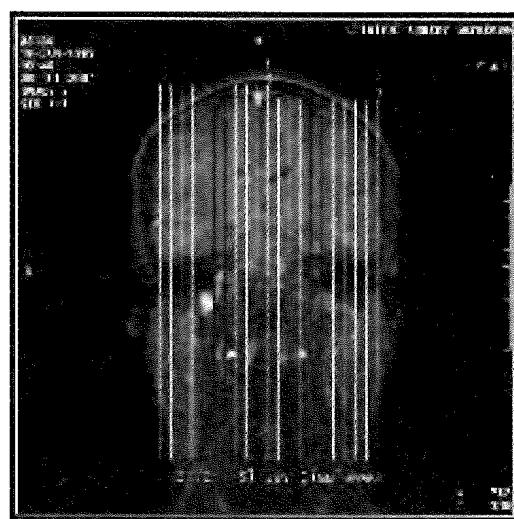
Sagital MRI scans: the slice at the parahippocampal gyrus and hippocampal formation level
